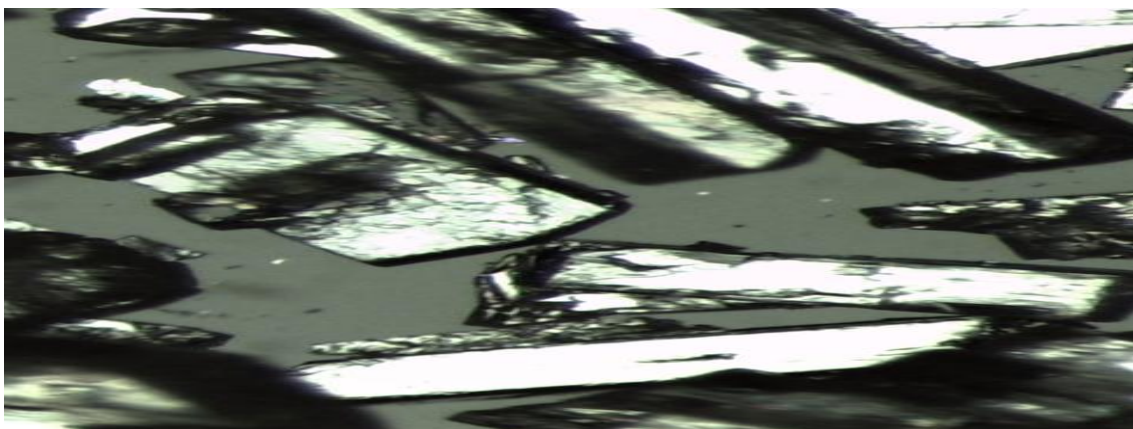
forme des cristaux blancs comme des plaquette de $(4\text{-Brph})_3\text{TAC}$
